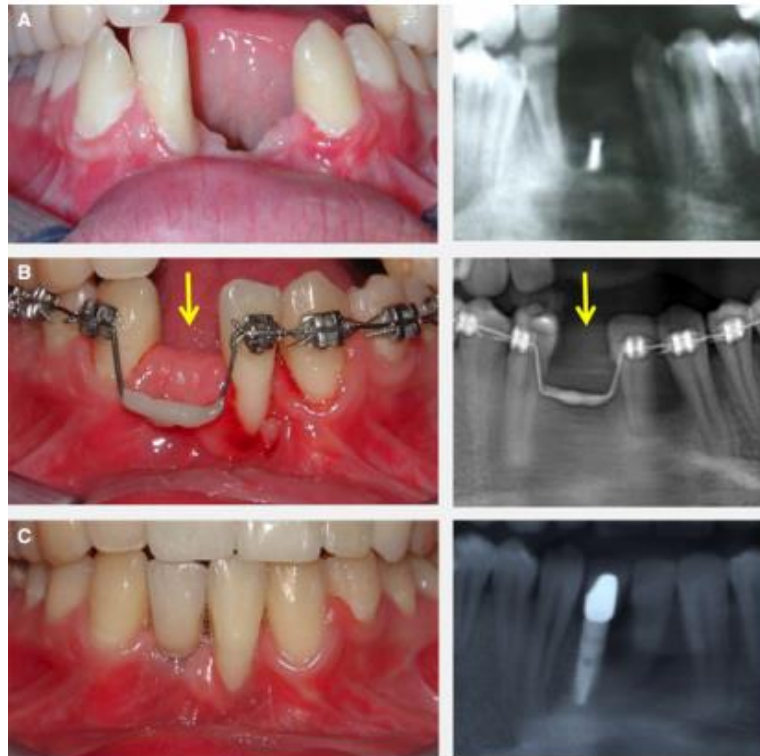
Consideraciones para implantes dentales. Gran defecto óseo asociado con tres incisivos mandibulares faltantes. (A) El nivel de hueso alveolar estaba en el tercio apical de la raíz del incisivo lateral derecho mandibular (diente 42). La recesión gingival también fue pronunciada, especialmente en el aspecto mesiovestibular de ese diente. (B) El diente 42 se movió mesialmente a lo largo de la cresta alveolar utilizando dispositivos fijos. Tanto la apariencia clínica y radiografía periapical muestran formación ósea significativa distal a diente 42 (flechas amarillas). (C) La restauración final con implante. La inflamación gingival alrededor del diente 42 se ha resuelto, sin cambios significativos en la unión del tejido conectivo. Fotografías clínicas y radiografías intraorales cortesía del Dr. Alberto Laino (Nápoles, Italia). (21)
